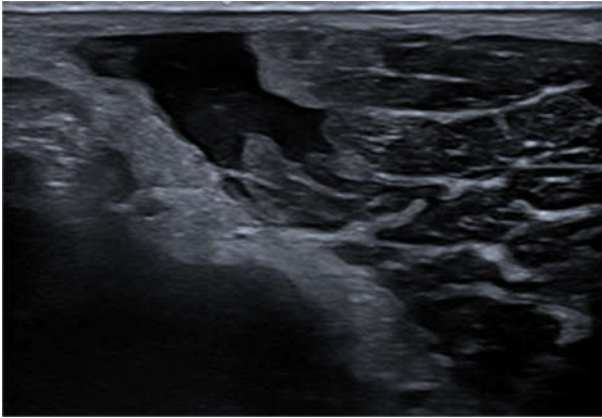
Ecografía de partes blandas. Muestra una solución de continuidad compatible con rotura parcial de la unión musculotendinosa del pectoral mayor derecho.
